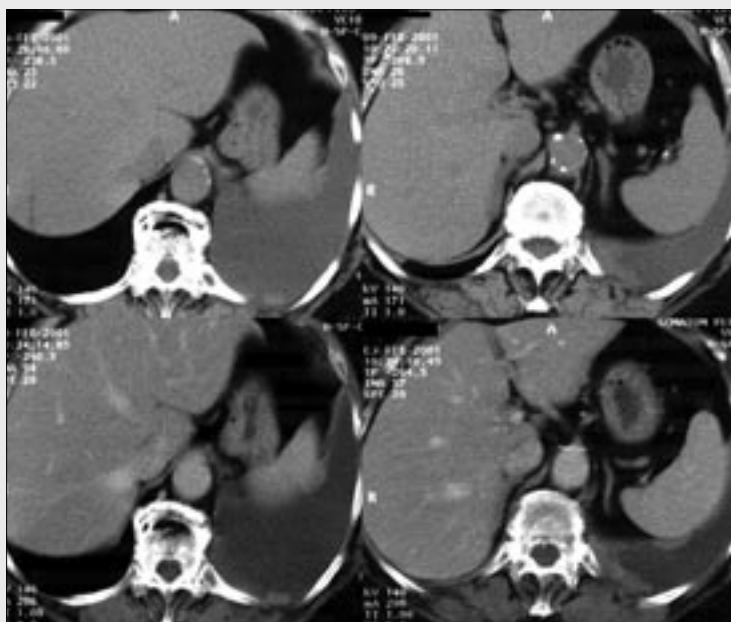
Non-enhanced and contrast enhanced chest CT, bilateral metastatic involvement of the pleura and pericardium due to the lung carcinoma dissemination. Pleura is enhancing as a regular line without any nodularity.
